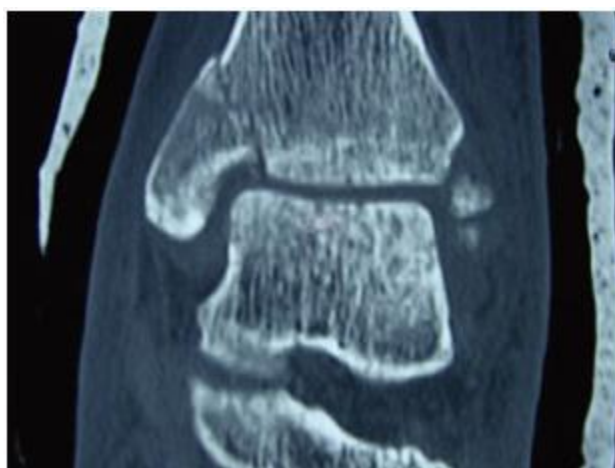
Confirmation par TDM du déplacement secondaire
